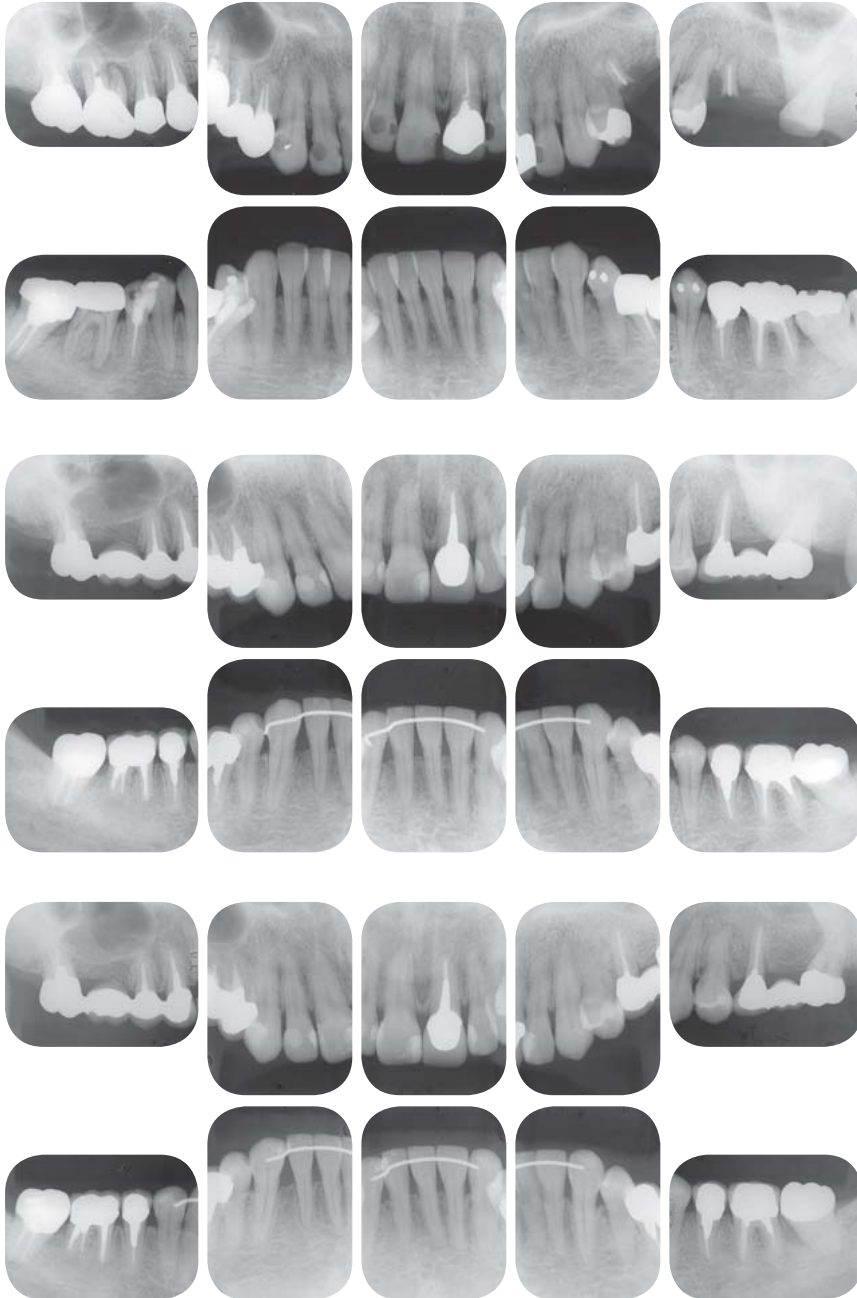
Röntgenstatus zu Behandlungsbeginn im März 1996. Die Zähne 16, 25 und 38 wurden wegen Wurzelfrakturen extrahiert. Die Zähne 14, 15, 17, 21, 35, 36, 45 und 46 wurden endodontisch behandelt. Regenerative Parodontalchirurgie an den Zähnen 46 und 47; chirurgische Kronenverlängerung an 14, 15 und 17. Eine Lappenoperation erfolgte an den Zähnen 34–36. Der Zahn 42 wurde extrahiert und an die Stelle von 24 transplantiert. An den meisten Zähnen zeigten sich traumatische Läsionen.
